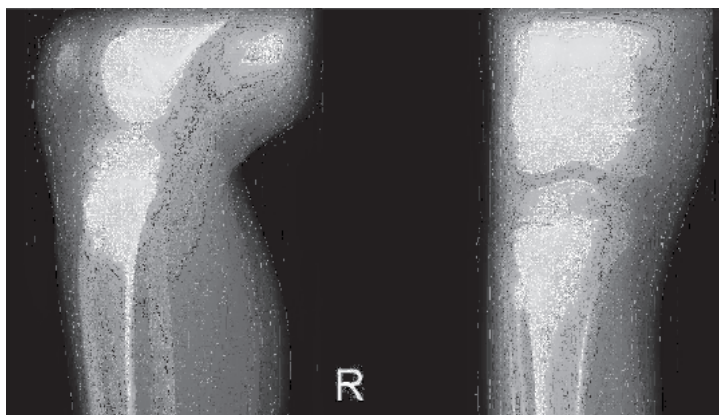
Рентгенограммы правого коленного сустава. Остеосаркома правой большеберцовой кости.
